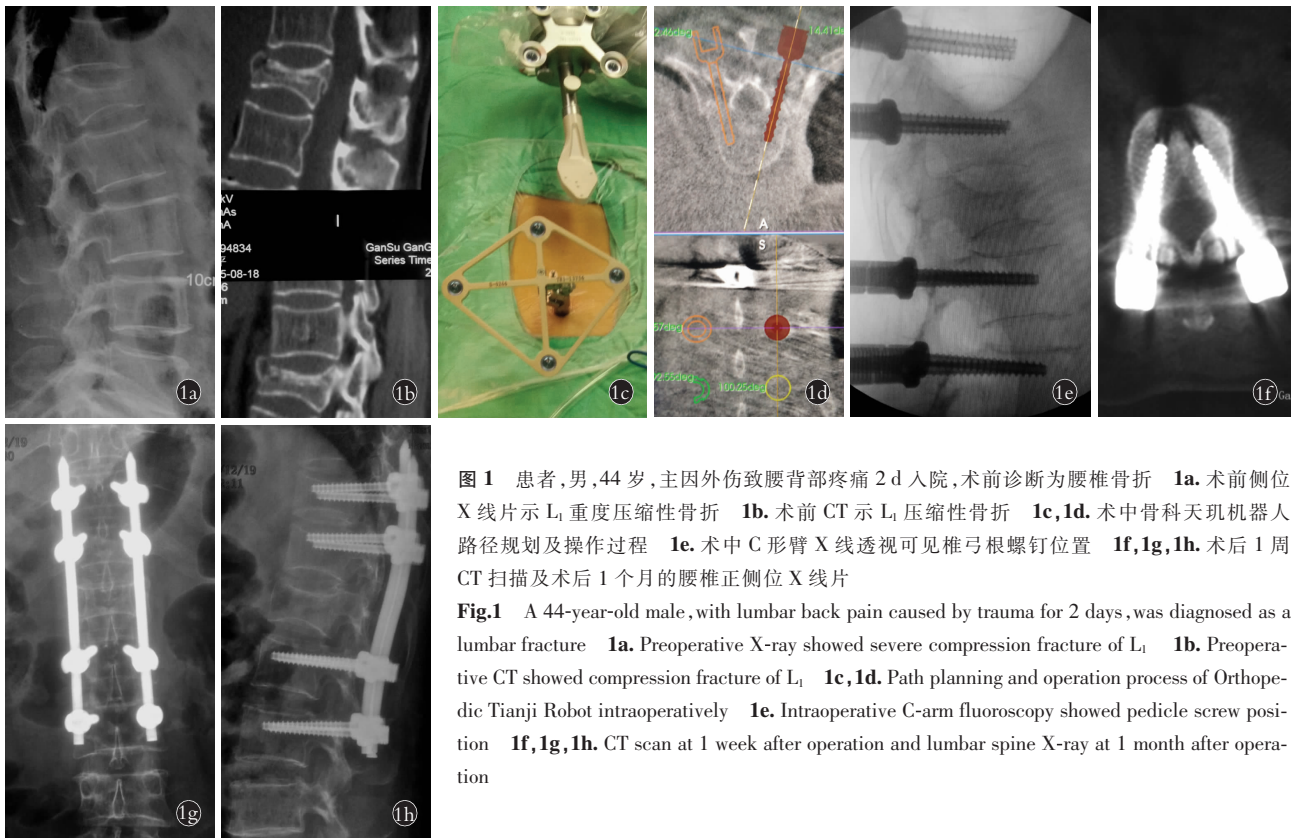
患者,男,44 岁,主因外伤致腰背部疼痛 2 d 入院,术前诊断为腰椎骨折 1a. 术前侧位 X 线片示 L₁ 重度压缩性骨折 1b. 术前 CT 示 L₁ 压缩性骨折 1c,1d. 术中骨科天玑机器人路径规划及操作过程 1e. 术中 C 形臂 X 线透视可见椎弓根螺钉位置 1f,1g,1h. 术后 1 周 CT 扫描及术后 1 个月的腰椎正侧位 X 线片
